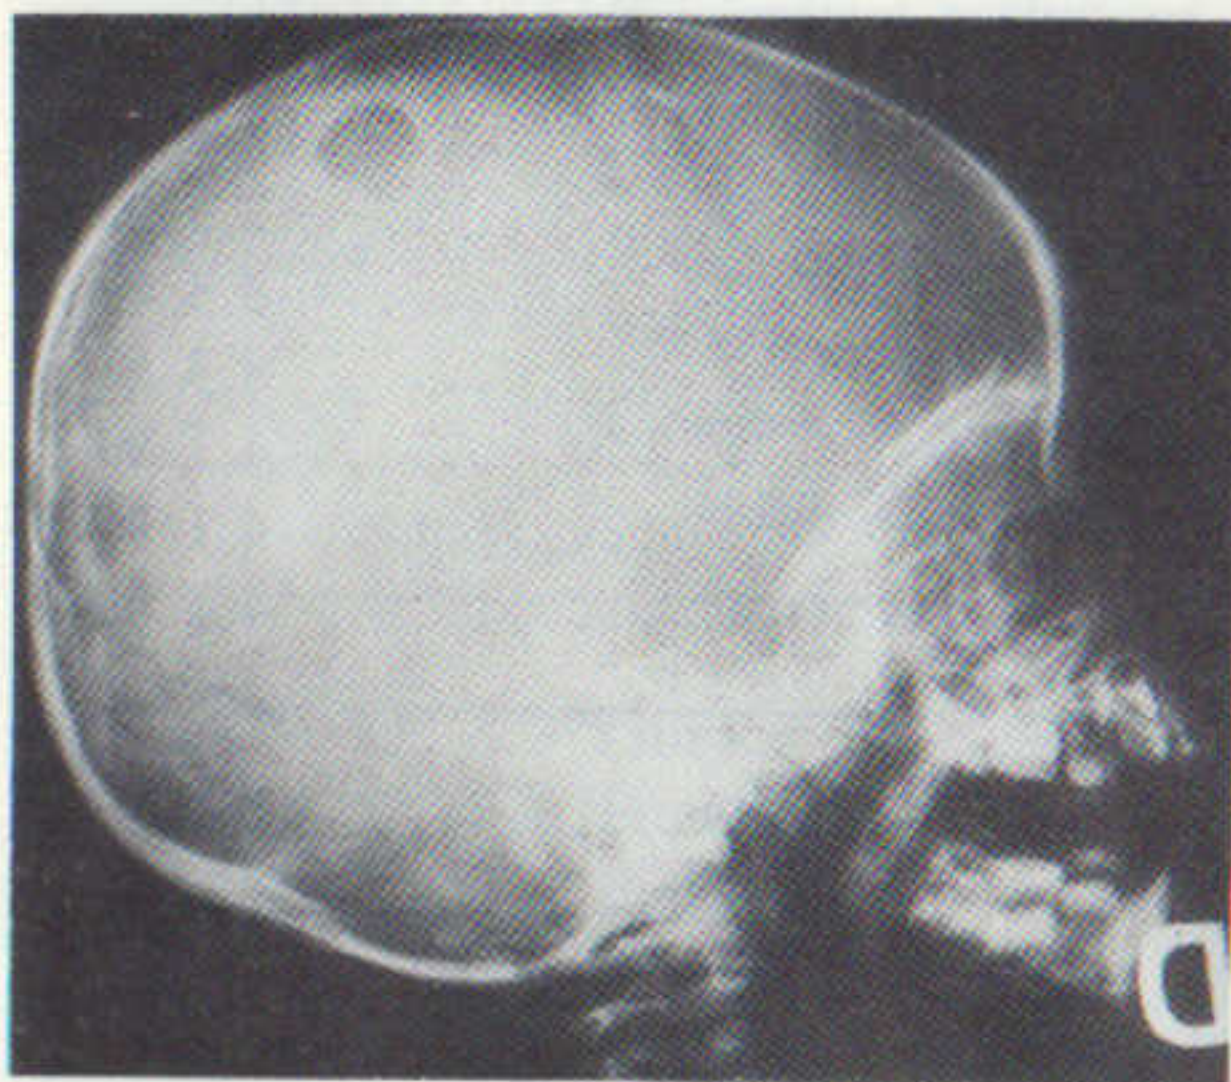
Granuloma eosinófilo. a) Imagen en «sa-cabocados» en la radiografía de cráneo. b) Aumento de captación con Tc 99 correspondiente a dicha zona
